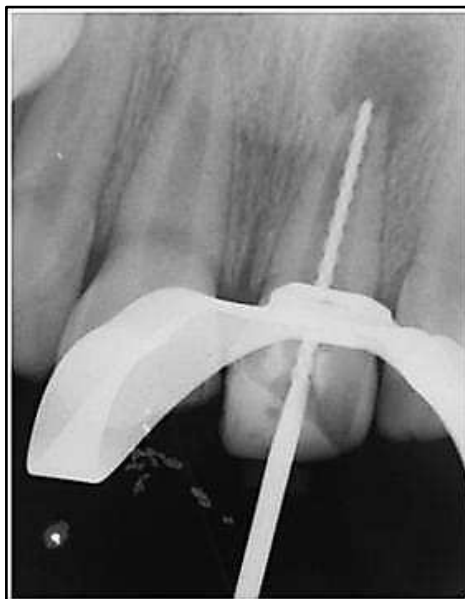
Radiografia para obtenção do comprimento de trabalho
